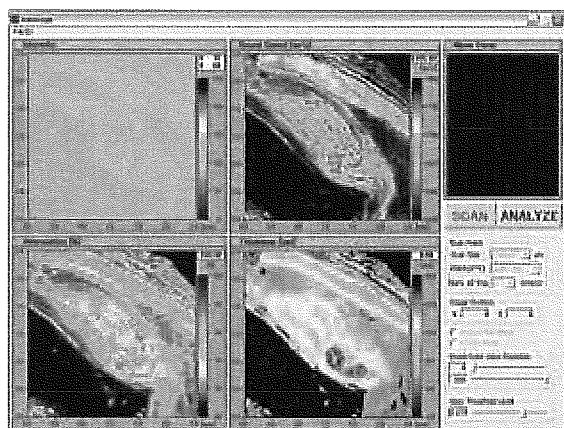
平成 14～15 年度に開発したパルス励起型超音波顕微鏡による冠動脈の音速像
